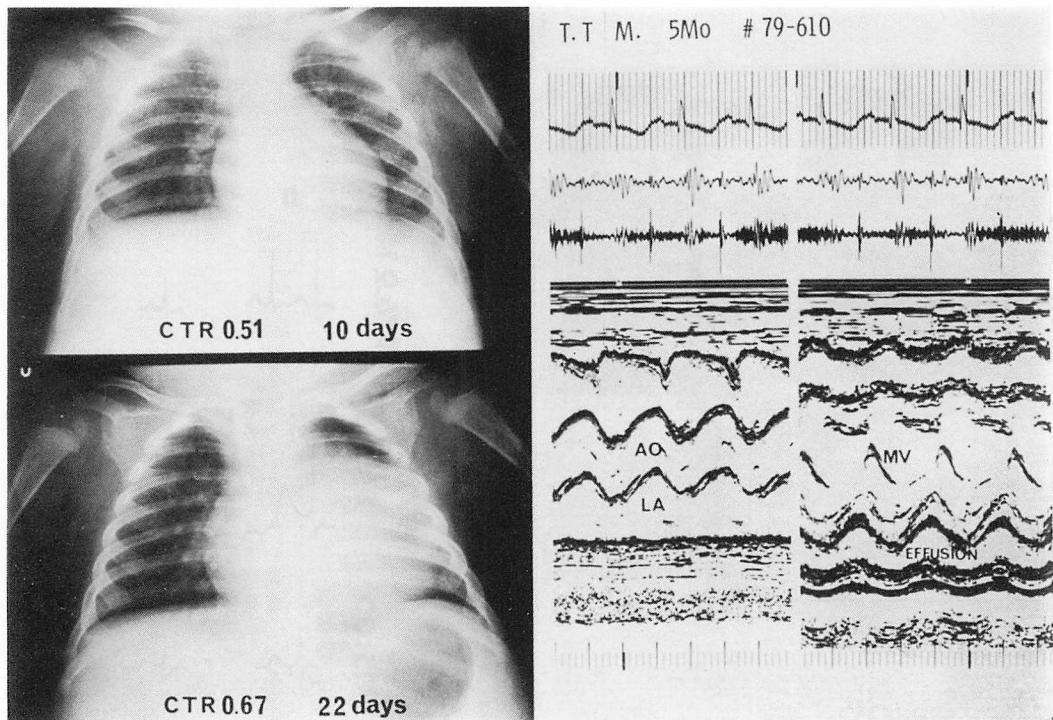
Chest roentgenograms and echocardiograms in a patient of Kawasaki disease with pericardial effusion (5-month-old boy).
